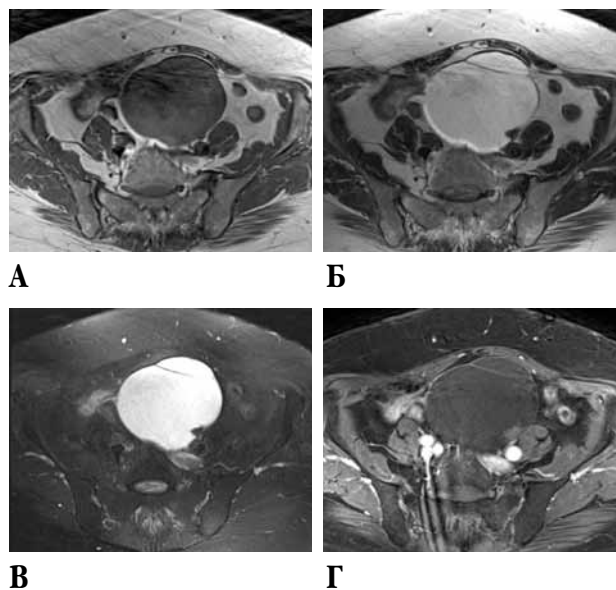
Серии МРТ области малого таза. Основные применяемые импульсные последовательности. В проекции левого яичника определяется образование жидкостной структуры с пристеночным солидным компонентом: А – T1ВИ, сигнал пониженный, Б – T2ВИ, сигнал повышенный, В – T2fat-sat – на фоне ограничения визуализации мягких тканей образования выглядит более чётко, Г – T1ВИ после внутривенного контрастирования, солидный пристеночный компонент накапливает контрастный препарат
